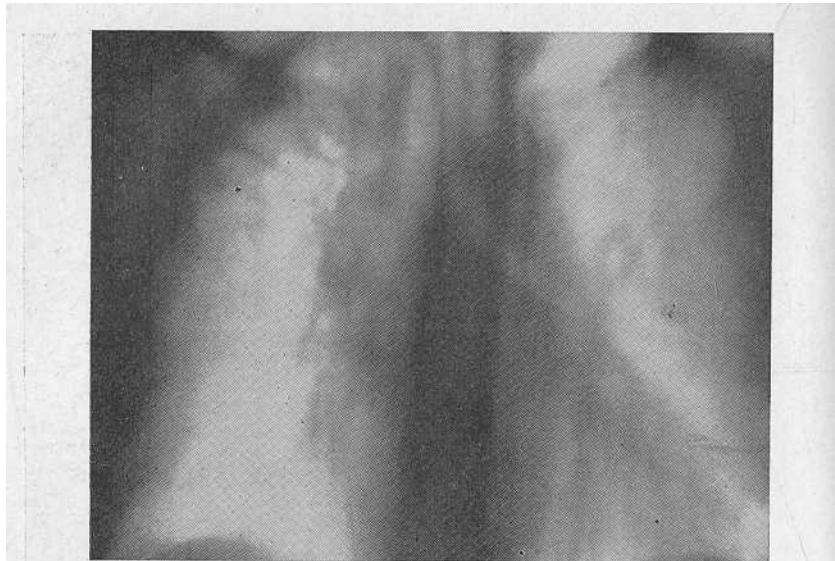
Томограмма больной Г. Множественные тонкостенные полости в верхней доле правого легкого. Трахея смещена вправо.
